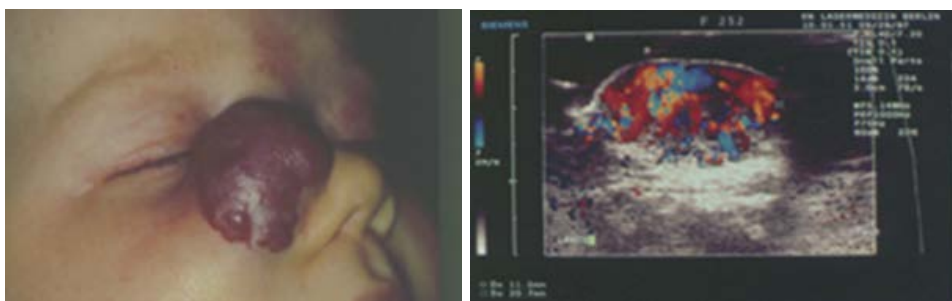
Фаза пролиферации. Клинически (слева) дермальный компонент проявляет признаки регрессии (участки серого цвета), по УЗИ в подкожной части выявляется усиление микроциркуляции как признак агрессивного поведения.
